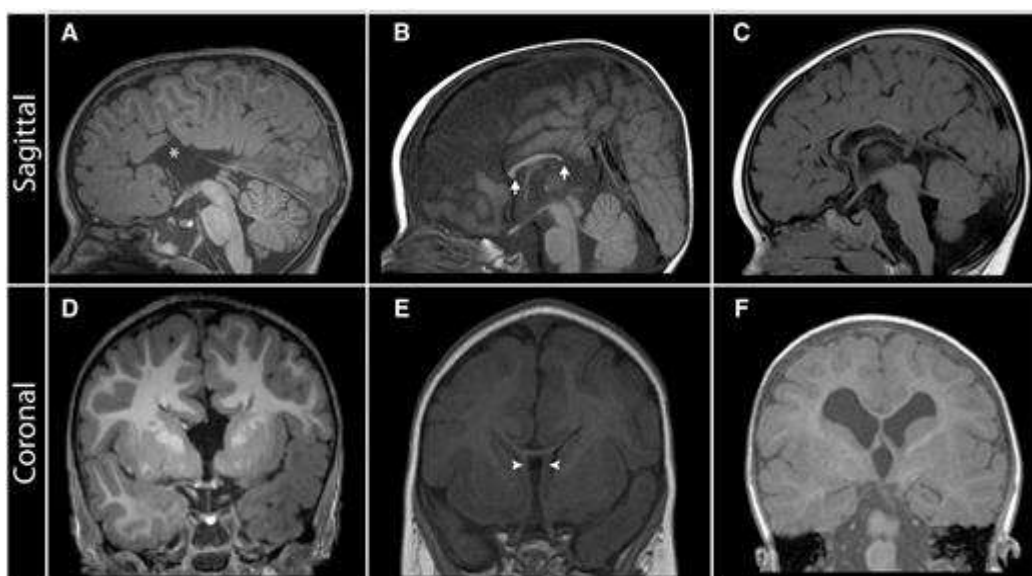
Características neuroanatómicas reveladas por RM medular sagital y coronal ponderada en T1 en pacientes con malformaciones del cuerpo calloso. (A y D) Paciente con ACC completo asociado
